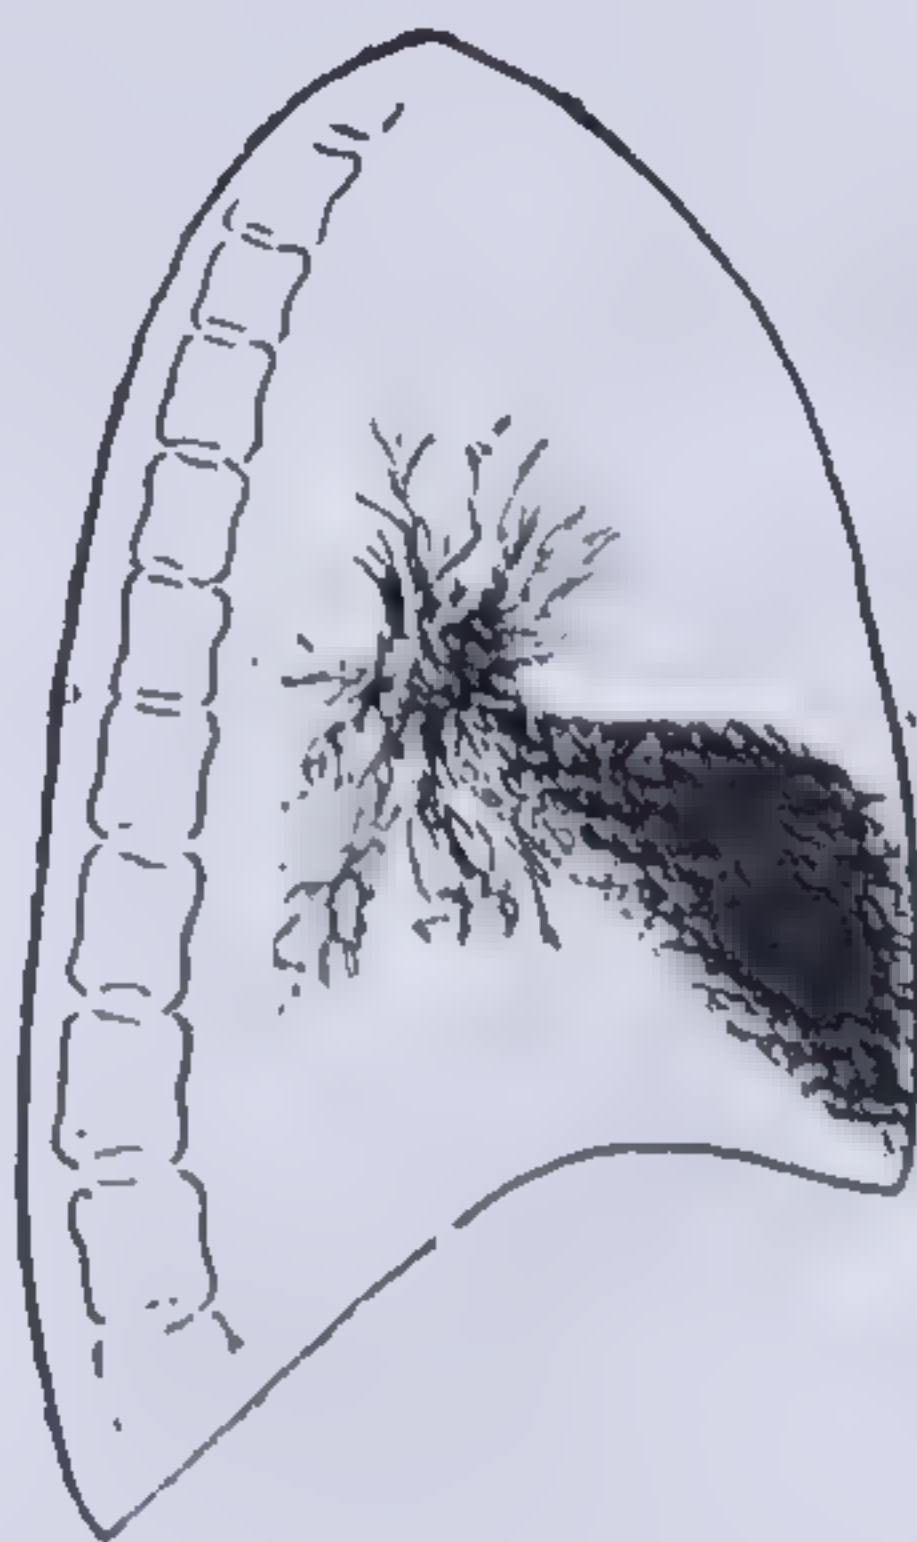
b. — Același caz. Imagine radiografică de profil (colecția dr. Zibalis).
